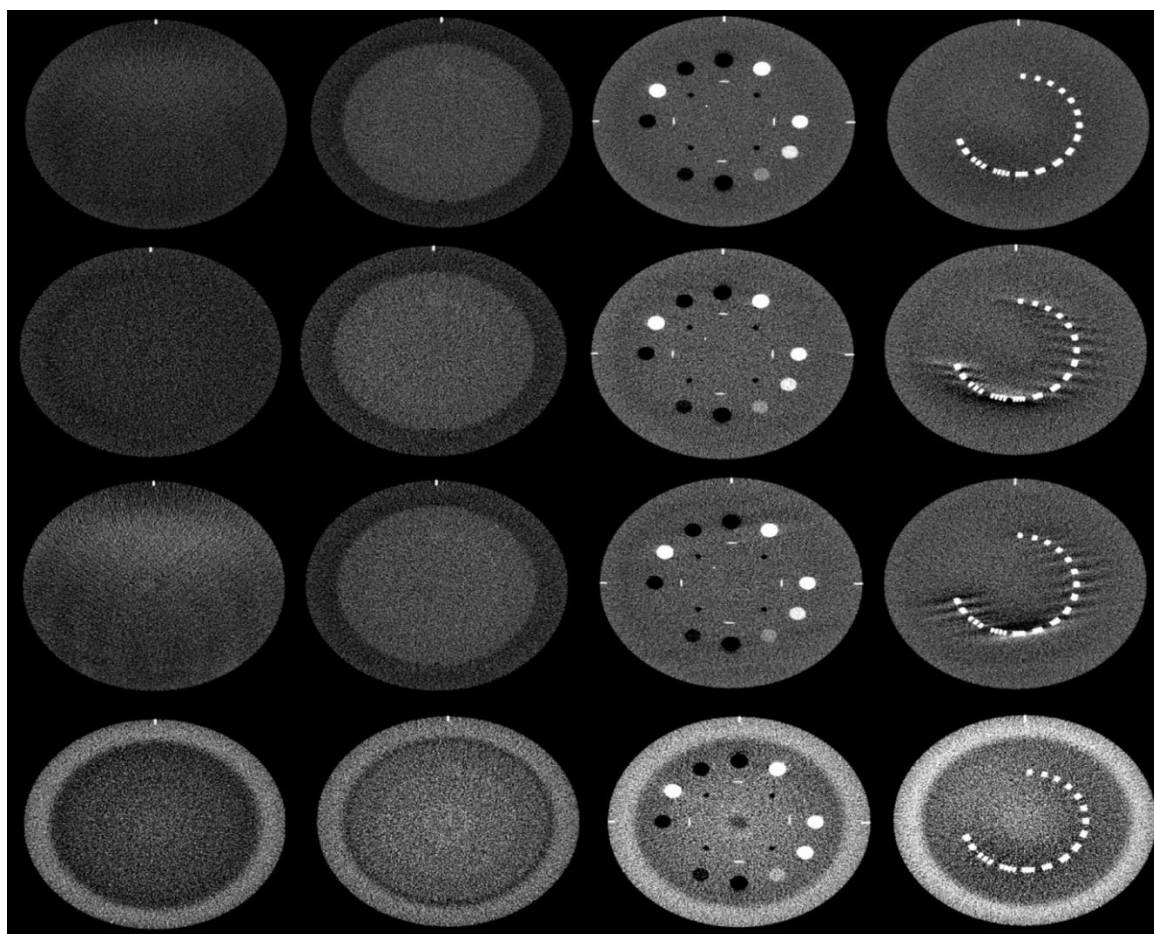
CBCT preseći za svaki modul (gore: *Head and Neck* protokol, dole: *Fast Head and Neck* protokol)
